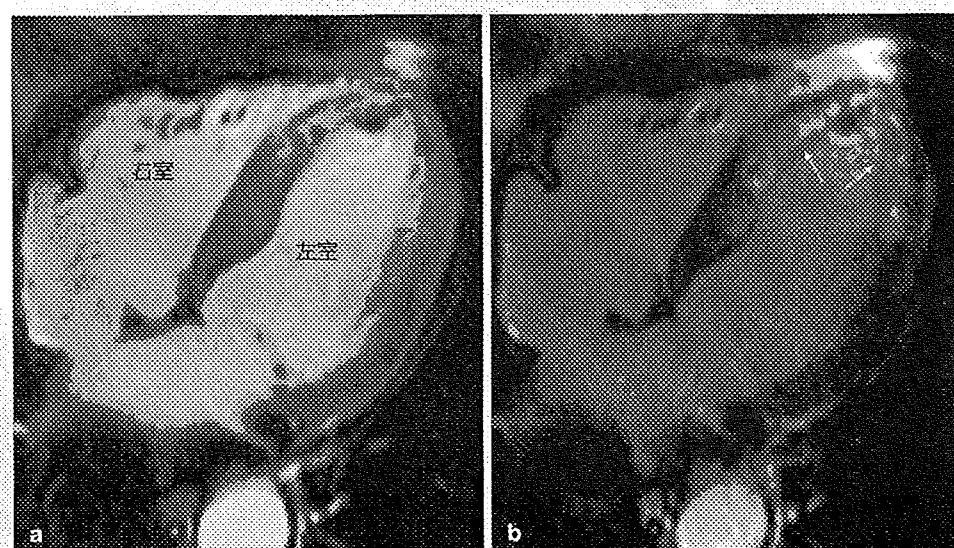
心筋梗塞の MRI 画像（急性期の左室前壁梗塞例）
